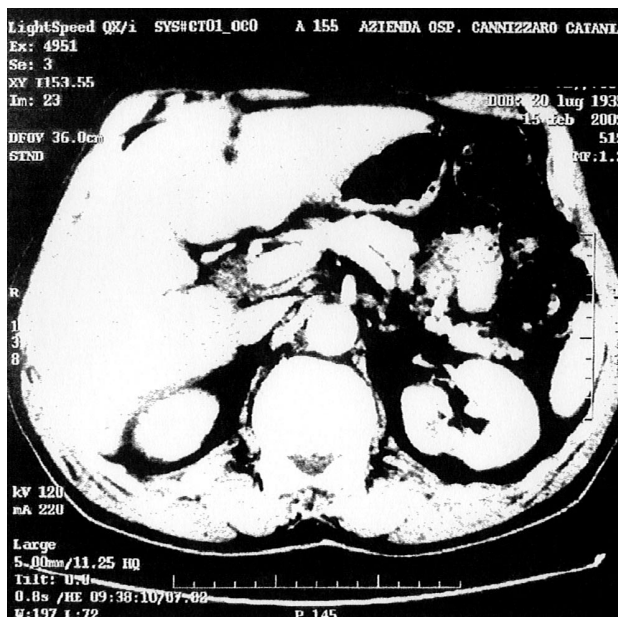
a) TC-CEAT: HCC del segmento Vi del fegato; b) TC dello stesso paziente 21 mesi dopo la prima CEAT. È evidente una riduzione del diametro della neoplasia.
